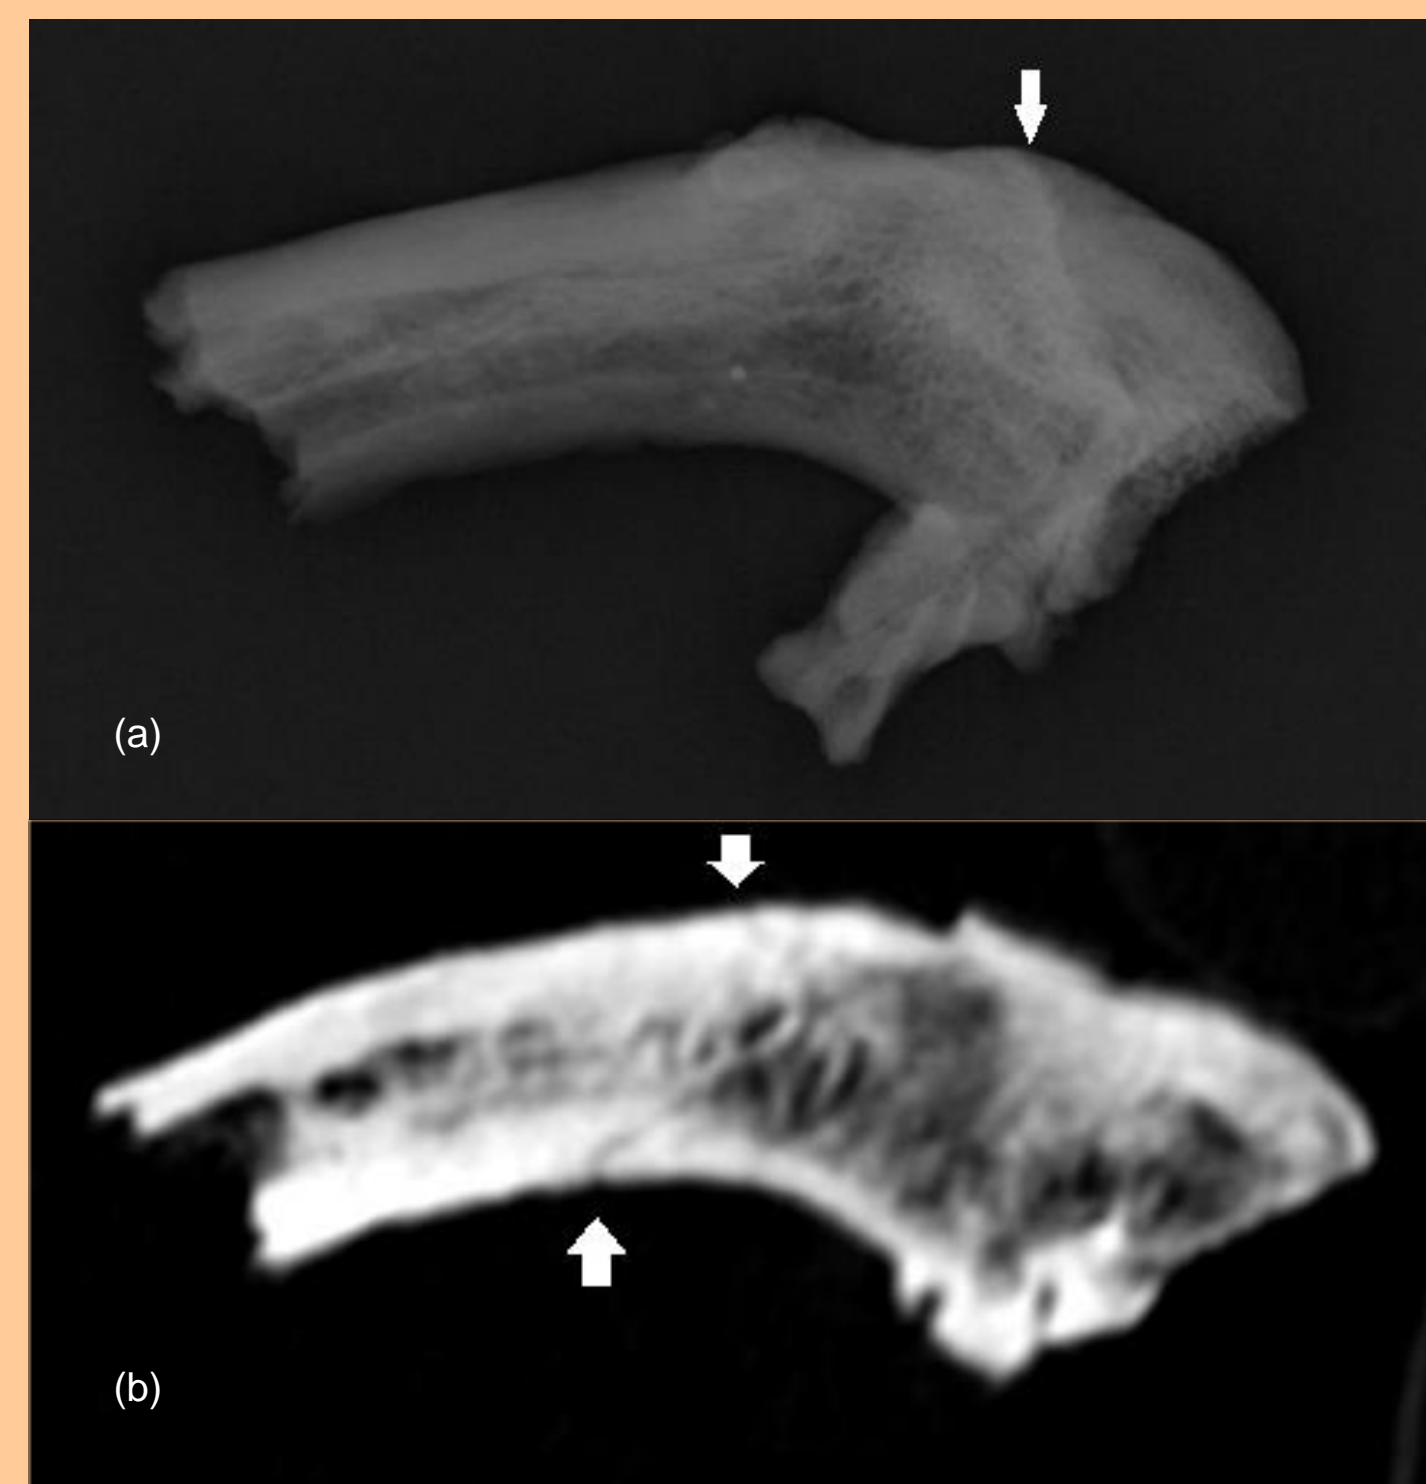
(a) Raio-X e (b) TC, em norma anatómica vista superior (setas indicam possíveis zonas da lesão)
